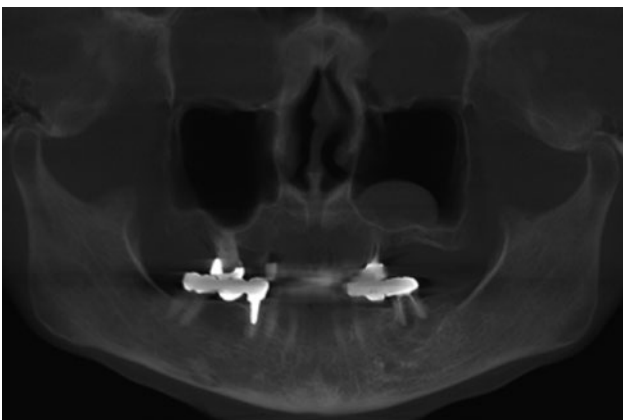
図 D-03：初診時の CT 画像。左側上顎洞内に上顎洞自体の大きさの1/3～1/4程度の粘液嚢胞が認められる。
